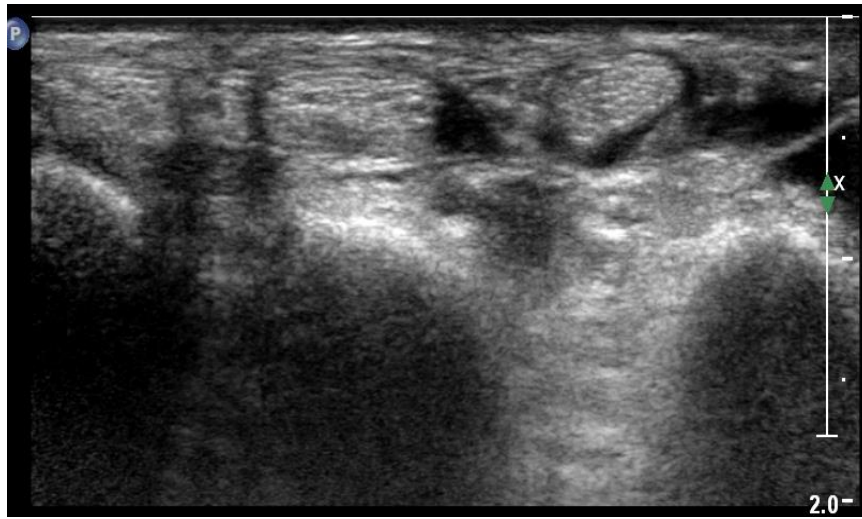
УЗИ левого лучезапястного сустава и суставов левой кисти
